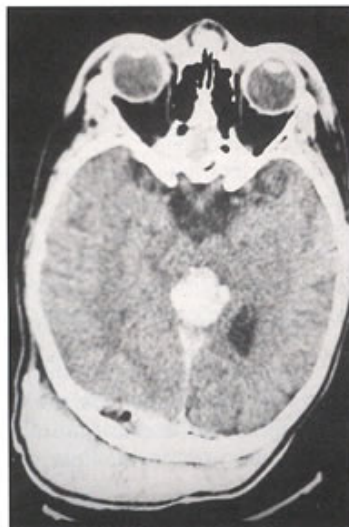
TDM injecté : germinome.
